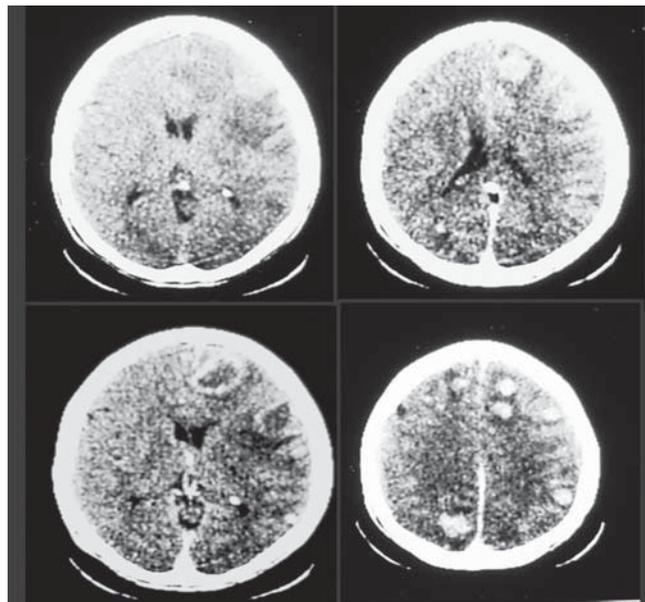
Tomografia de crânio de paciente com doença de Chagas reativada associada à aids.
